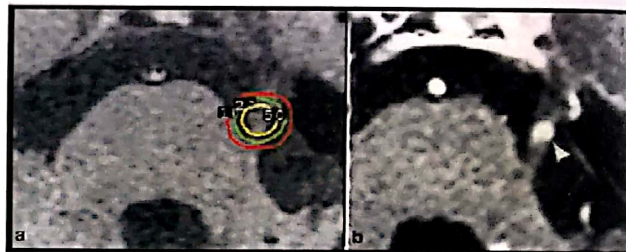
Tratament GKS al nevralgiei trigeminale (plan operator și aspect IRM la 1 an).
